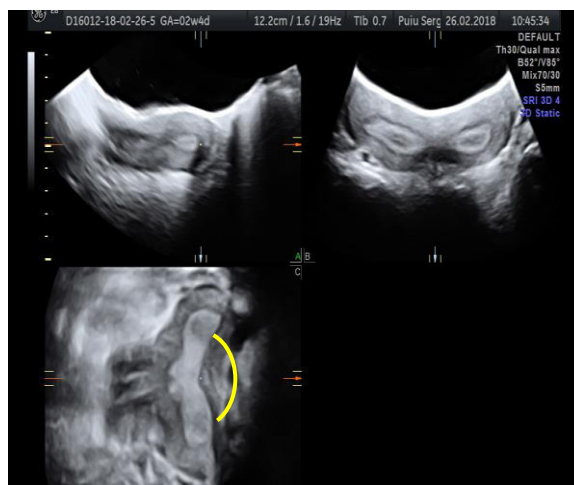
USG 3D: uter bicorn total (ESHRE/ESGE, clasa U3b), unghiul intercornual 143°
